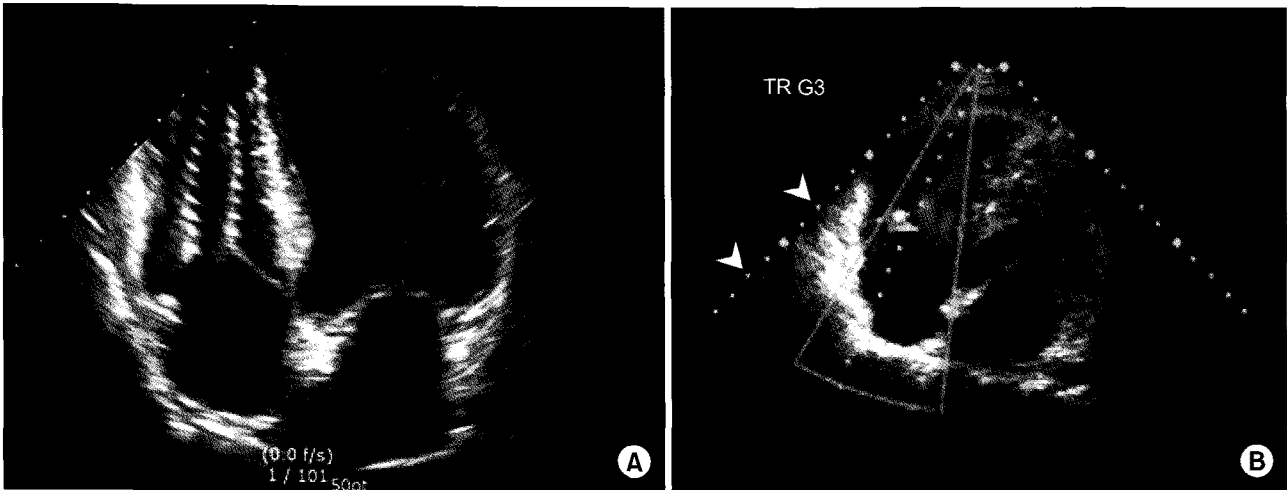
(A) Echocardiographic scan clearly shows stent body across tricuspid valve at right ventricle. (B) Addition of color flow demonstrates tricuspid regurgitation of grade 3.
